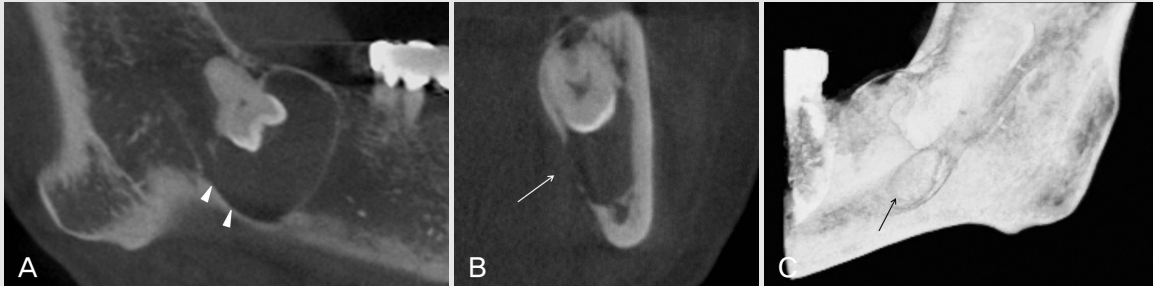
A, B, C Parapanoramic, cross-sectional, and 3D cone-beam computed tomographic images show thinning and partial discontinuity of lingual cortex suspected as perforation (arrow). Mandibular canal shows inferior deviation (arrow head) due to lesion.
